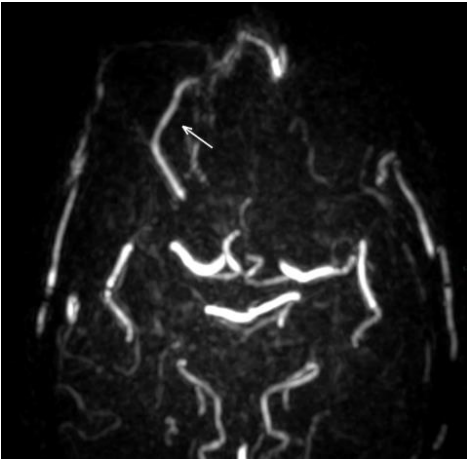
ANGIORESONANCIA DE VASOS INTRACRANEALES.
